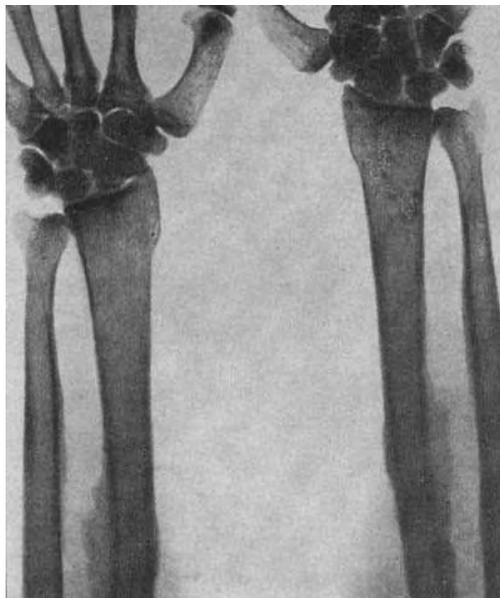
Radiografía de los antebrazos de una persona con fluorosis esquelética, se evidencia una mayor densidad ósea y calcificación entre el radio y el cubito.⁷⁶
